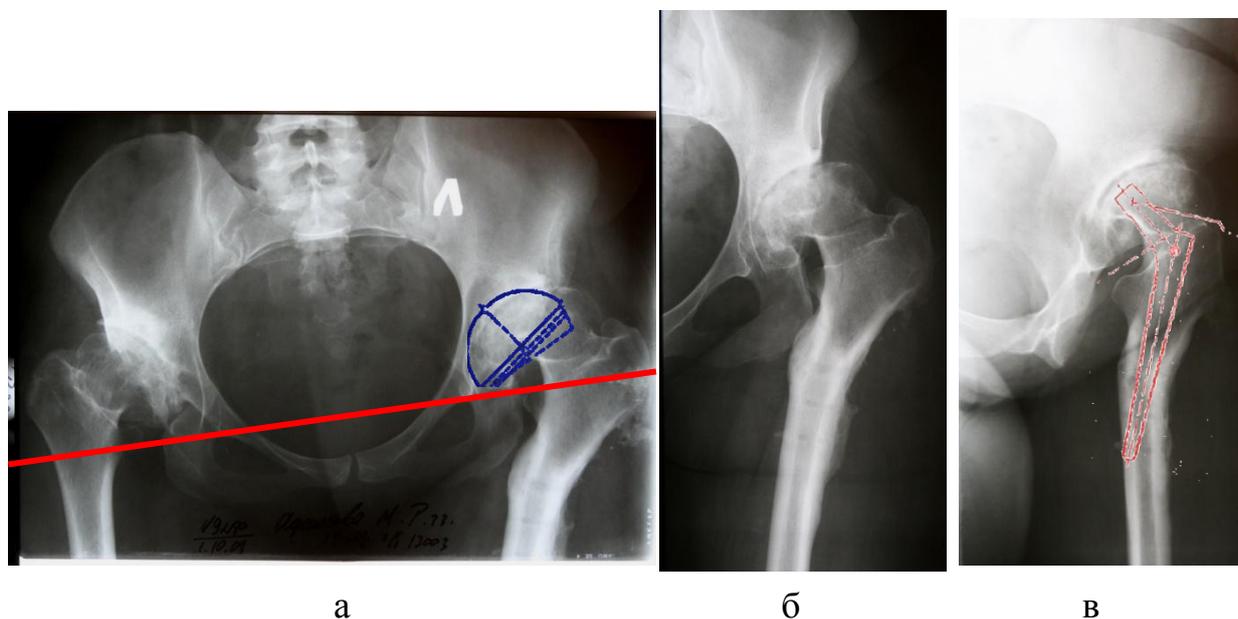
Рентгенограммы пациентки А., 33 лет с двухсторонним диспластическим коксартрозом Crowe III и одноуровневой многоплоскостной подвертельной деформацией левой бедренной кости: а – на обзорной рентгенограмме таза конечности одинаковой длины, планируемая установка вертлужного компонента близко к истинному центру ротации; б, в – на рентгенограммах тазобедренного сустава в прямой и боковой проекциях визуализируется невозможность установки бедренного компонента Wagner Cone 13 мм
